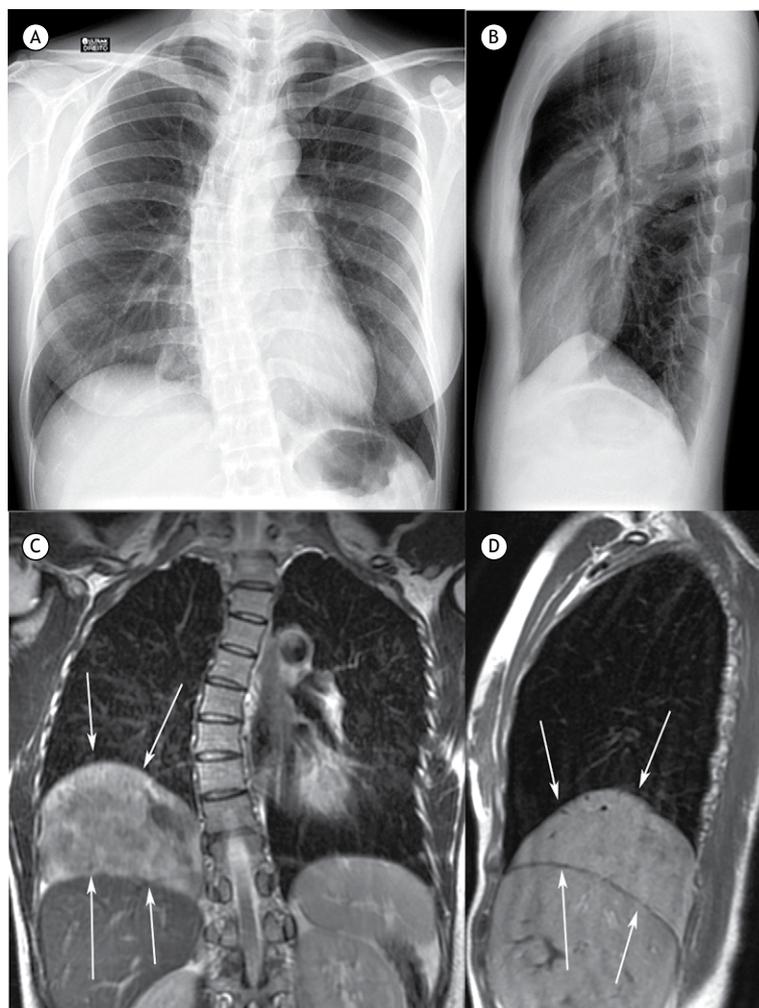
Radiografias de tórax frontal e lateral (A e B, respectivamente) mostrando elevação da base pulmonar direita. Ressonância magnética sem contraste, corte coronal ponderado em T2 e corte sagital ponderado em T1 (C e D, respectivamente) mostrando uma grande massa (setas) ocupando a região inferior do hemitórax direito com um sinal intermediário e heterogêneo. A massa situa-se entre a base do pulmão direito e o fígado, com um plano de clivagem bem definido entre os dois.
